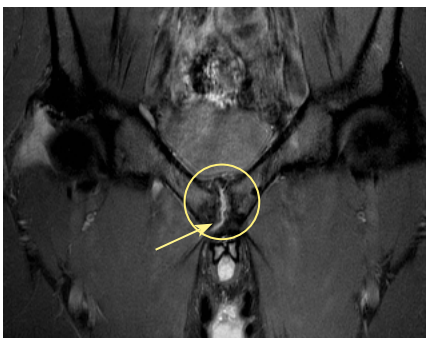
Imagem RM no plano coronal em DP FS – imagem linear, com hipersinal em sequência sensível ao líquido, a delinear a vertente ínfero-lateral osso púbico direito.
